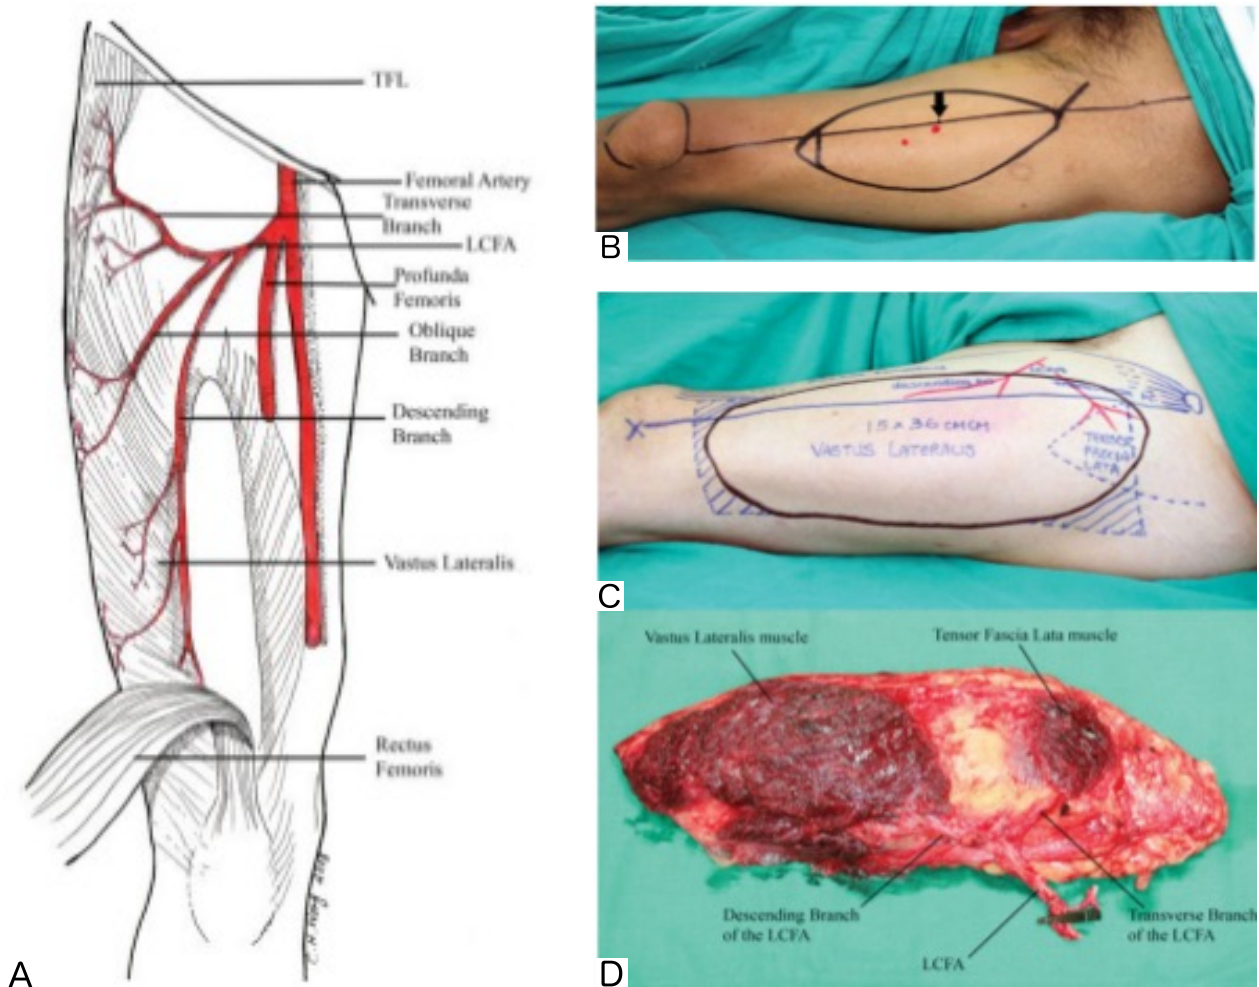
¹⁰⁴. Vascolarizzazione del lembo ALT (A) e suo disegno (B); il punto rosso segna la posizione della perforante, individuata con Doppler. Variante congiunta disegnata (C) e scolpita (D) a includere il muscolo tensore della fascia lata e gran parte della cute laterale della coscia.
